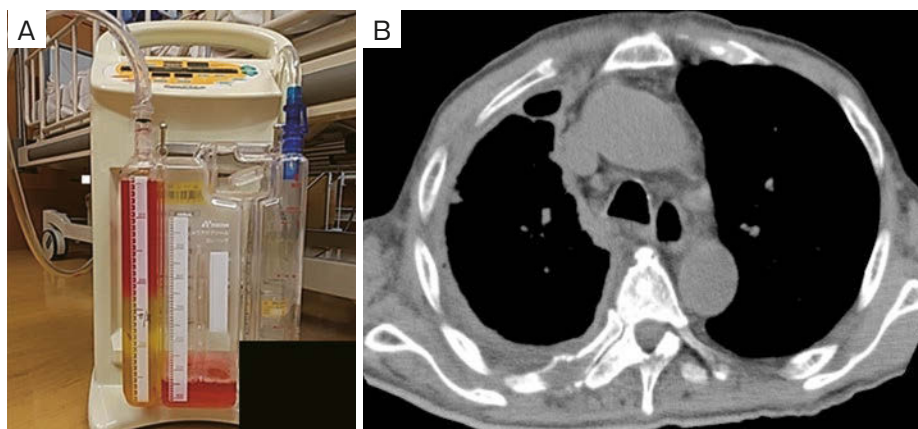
Drainage and computed tomography findings. (A) Image showing drainage from the chest drain; the drained fluid suddenly changed color from yellow to red after pleurodesis using cisplatin. (B) Computed tomography scan showing pleural thickening after pleurodesis using talc; the pleural thickening suggested the presence of pleural adhesions.
